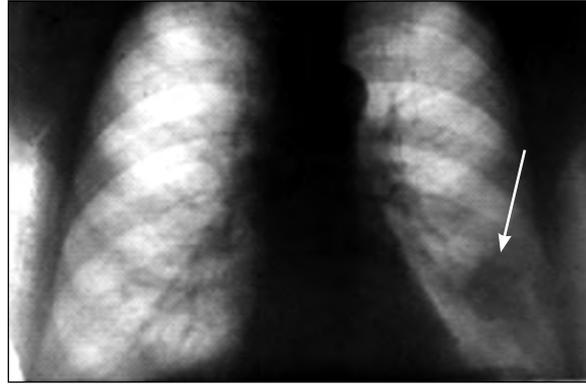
Рентгенограмма легких. Периферический рак нижней доли левого легкого
